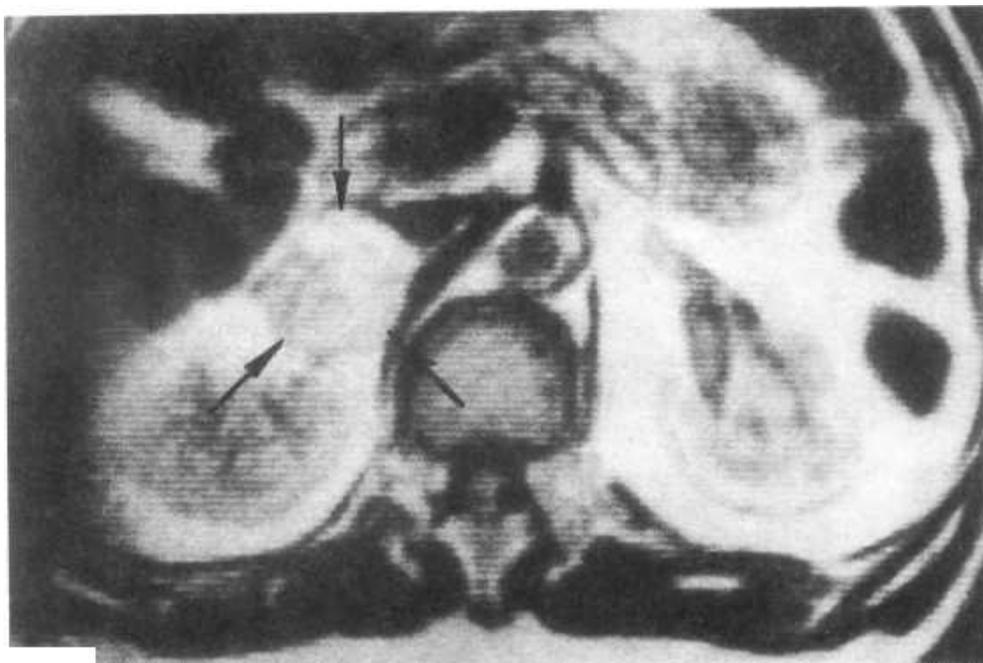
МРТ с исследованием паравертебральных и парааортальных зон на аксиальных срезах
